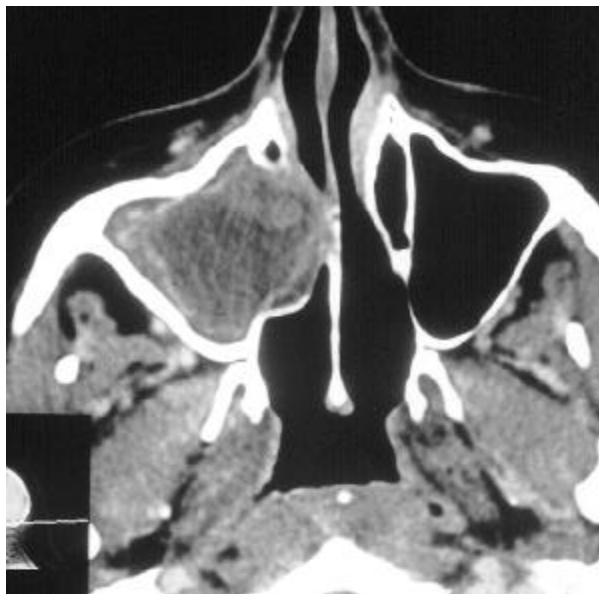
Tomografia computadorizada: 1 ano de pós-operatório.
